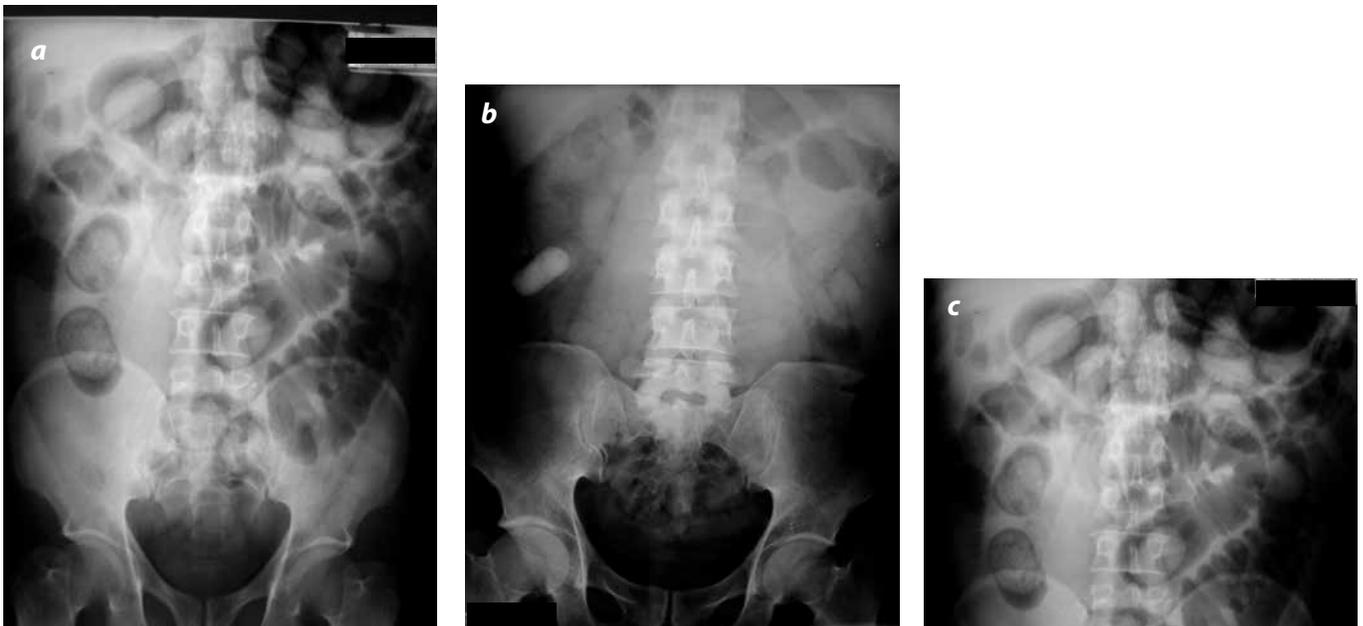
Radiografía de abdomen de una persona que fue detenida en el aeropuerto, por ser sospechosa de llevar drogas ilícitas en las vías digestivas (mula). Se observan imágenes radiopacas en el tracto gastrointestinal, lo que corresponde a dedos de guante con cocaína
